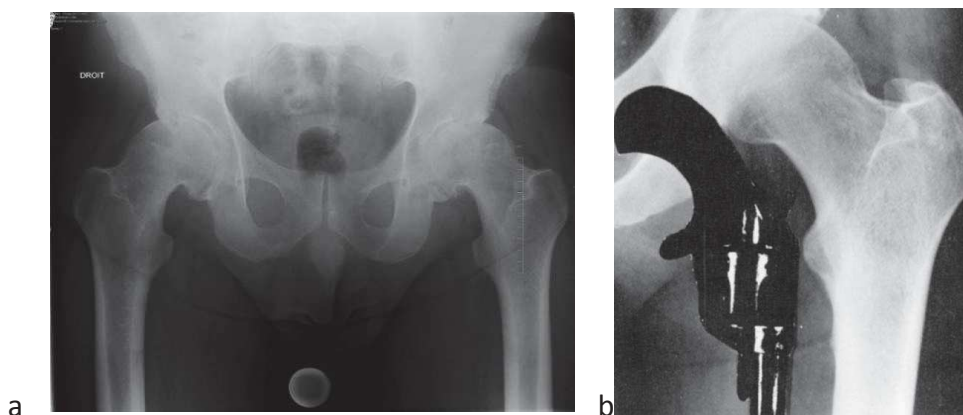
a,b) Radiographie de bassin de face montrant une déformation en crosse de pistolet bilatérale de l'extrémité supérieure du fémur.
